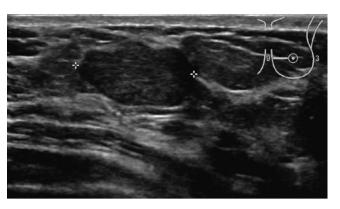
Nódulo palpable en paciente de 28 años localizado en CII de mama izquierda. Ecografía: nódulo ovalado, orientación paralela, hipoecogénico y homogéneo sin atenuación del sonido, de borde lobulado. BI-RADS® 4a. BAG ecoguiada: fibroadenoma.
